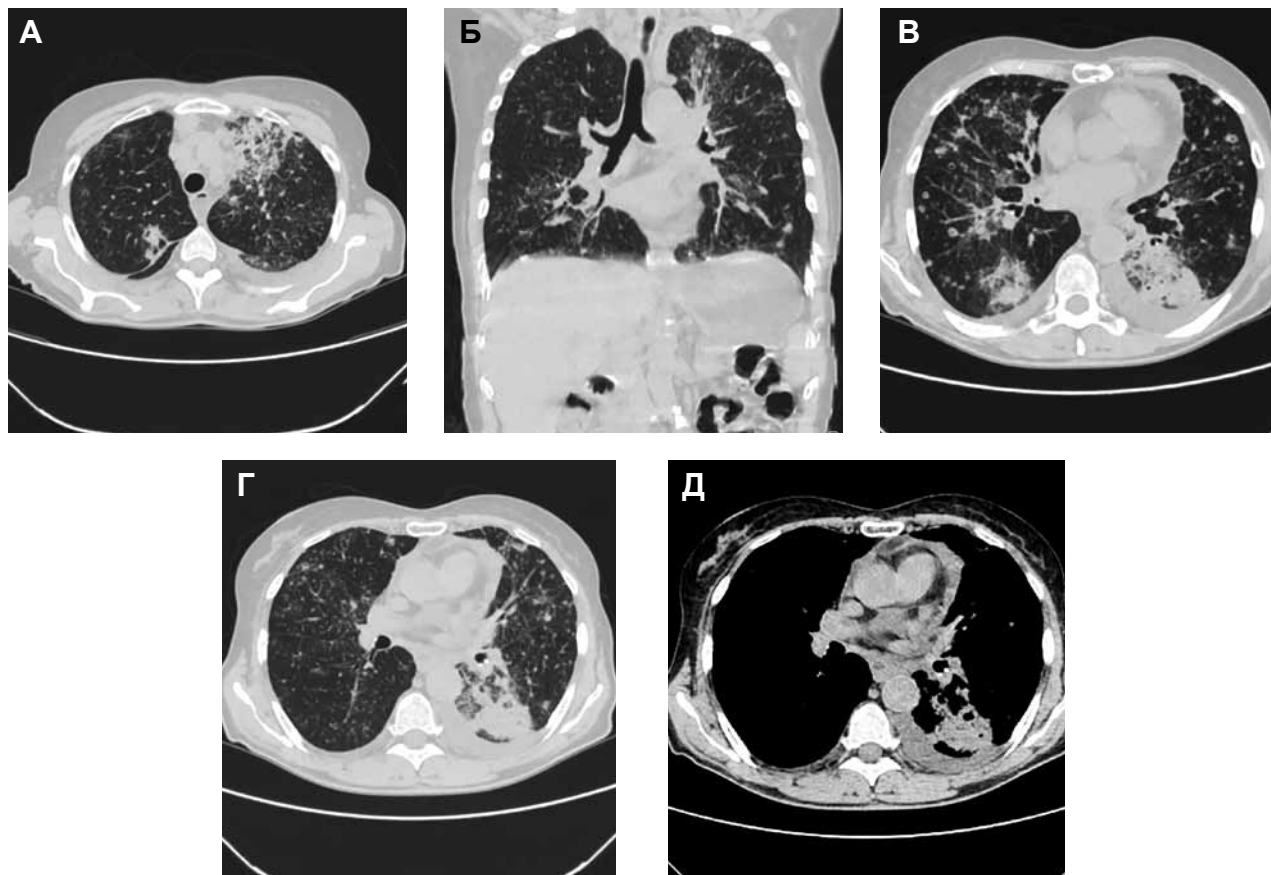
Больная В., 81 год. Мультидетекторная компьютерная томография. Серия аксиальных (А, В, Г, Д) срезов и фронтальная реконструкция (Б). Периферическая опухоль нижней доли левого легкого (стрелки), множественные очаговые образования в легочной ткани с обеих сторон
